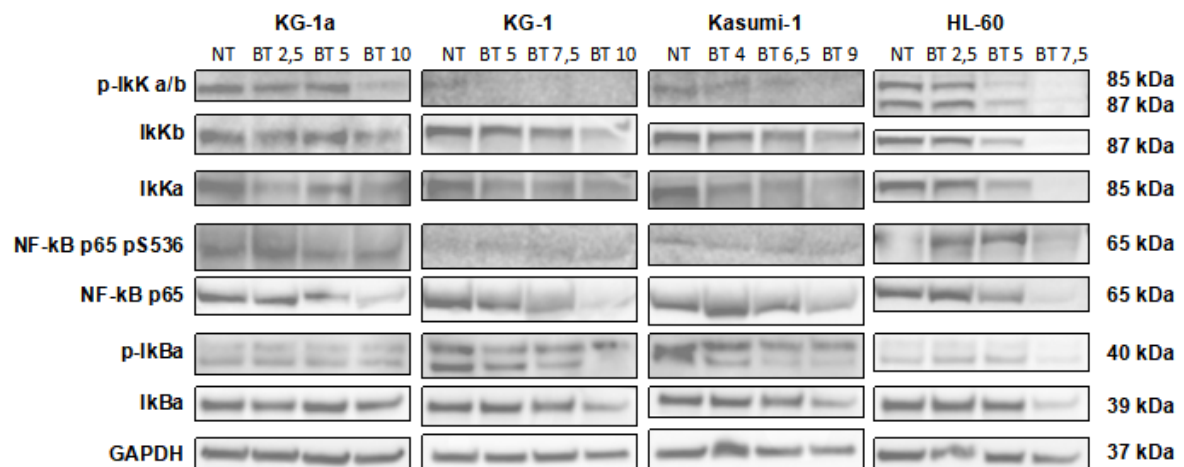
Western blot de fosfo-IKK α/β (Ser176/180), IKK α , IKK β , NF- κ B p65, fosfo-NF- κ B p65 (Ser536), fosfo-I κ B α (Ser32) e I κ B α de células KG-1a, KG-1, Kasumi-1 e HL-60 após 72 h de tratamento com BT.
